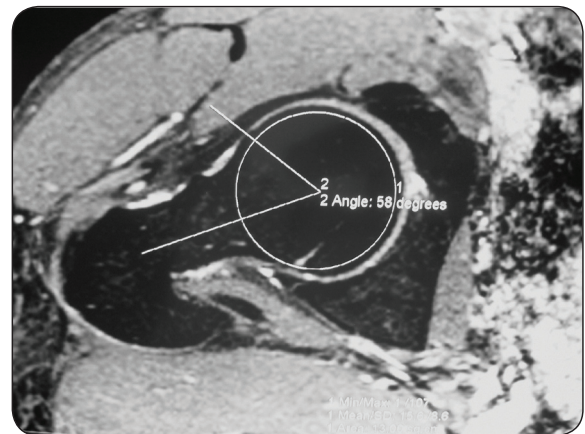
RM de la cadera con el ángulo alfa trazado, en este caso en límite normal.
